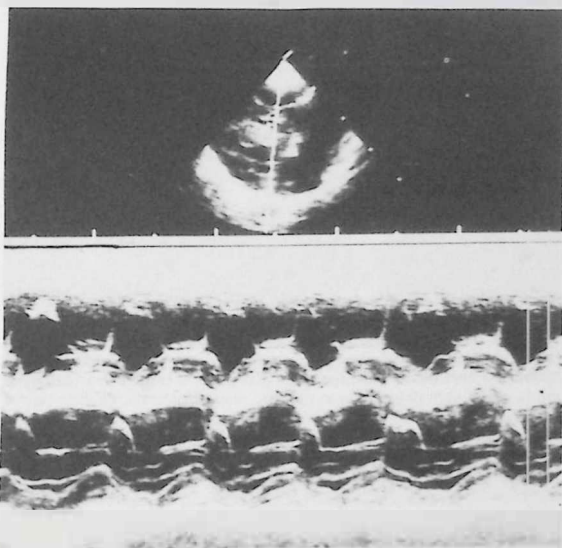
Ecocardiograma técnica M. Se observa una amplia movilidad de la valva anterior tricúspide. Las dos válvulas auriculo-ventriculares se registran simultáneamente desde el borde external izquierdo, como expresión del desplazamiento hacia la izquierda de la válvula tricúspide. El cierre valvular tricúspide está retrasado en 203 m/seg. con respecto al cierre mitral.
